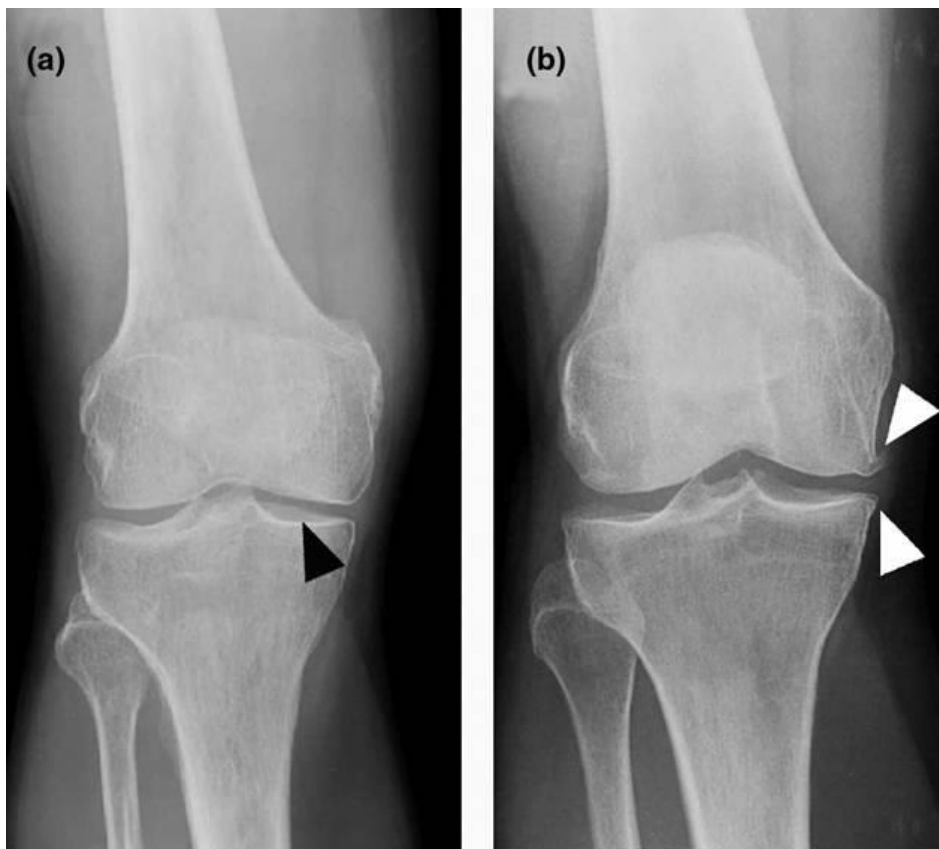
Рентгенологическая визуализация субхондрального остеосклероза (а) и краевых остеофитов (b) при гонартрозе.
